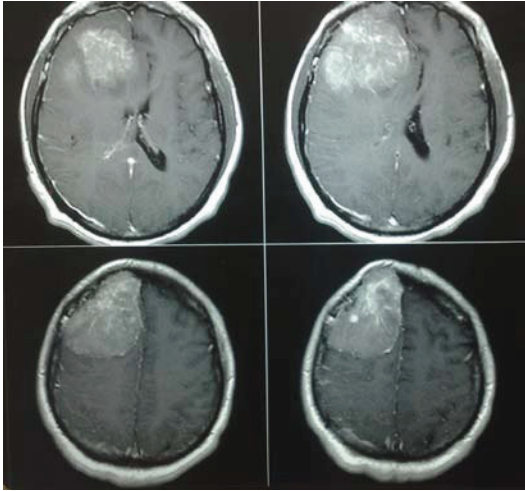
Ressonância magnética em cortes axiais.
